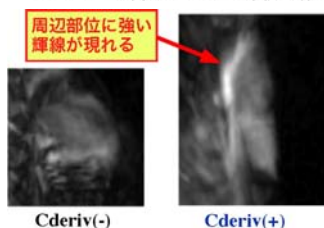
CderivによるC26がんMRI画像の変化
